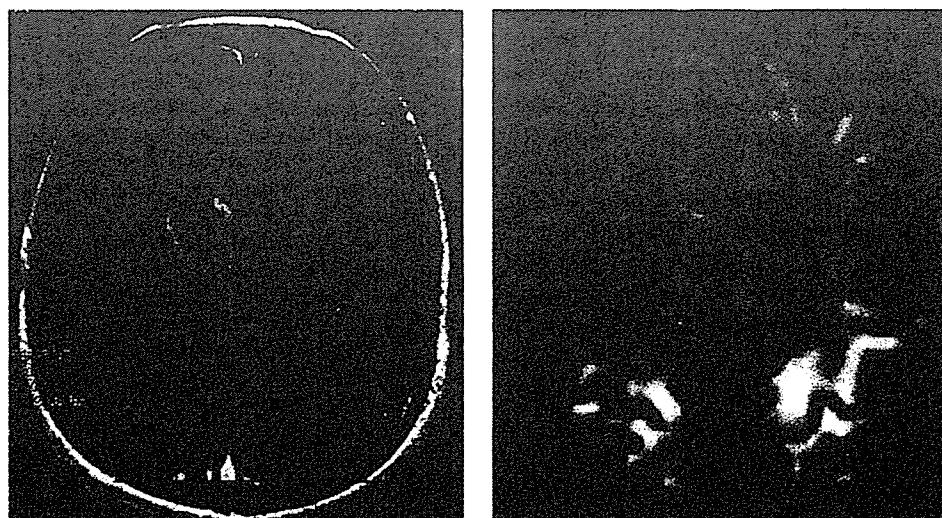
Case 3—images obtained from a 44-year-old man. Left: T1-weighted magnetic resonance images with gadolinium revealing heterogeneously enhanced lesions with operative scar in the right frontal lobe. Right: co-registered FA maps from DT imaging. The FA value was  $0.17 \pm 0.03$ . Arrows show the area of decreased FA value on the enhanced region.
